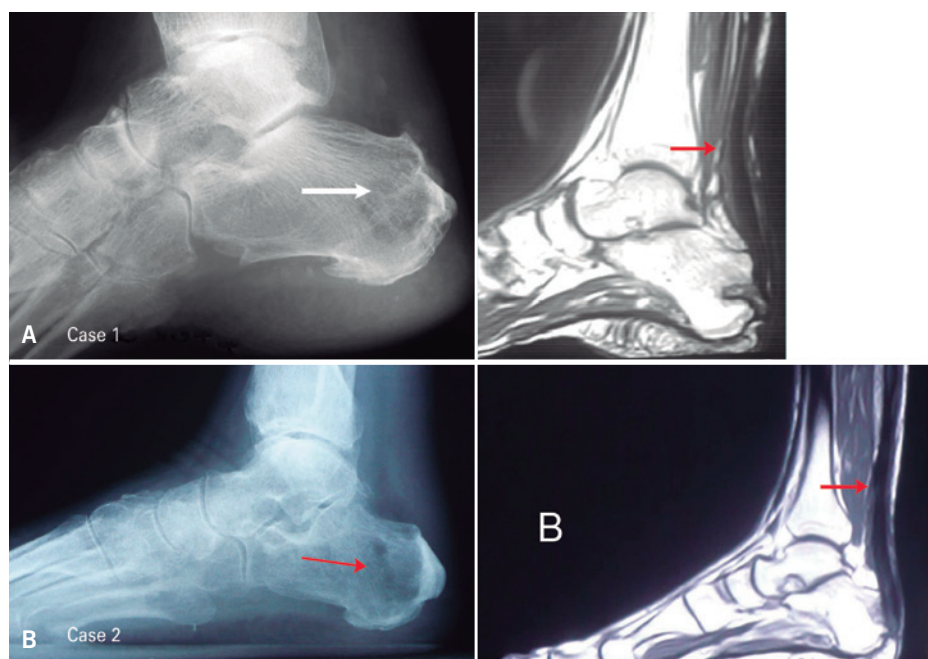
Radiographic Imaging and magnetic resonance with full integration of bone grafting in the calcaneus ten years after transplant (A-B). Both cases
